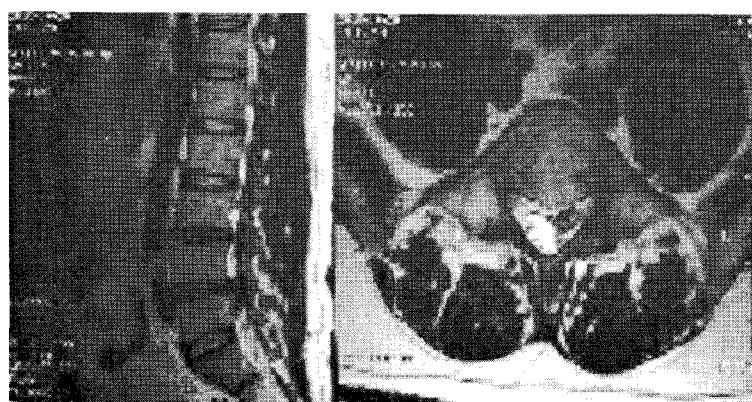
T2-weighted image with Schwannoma at L5-S1
